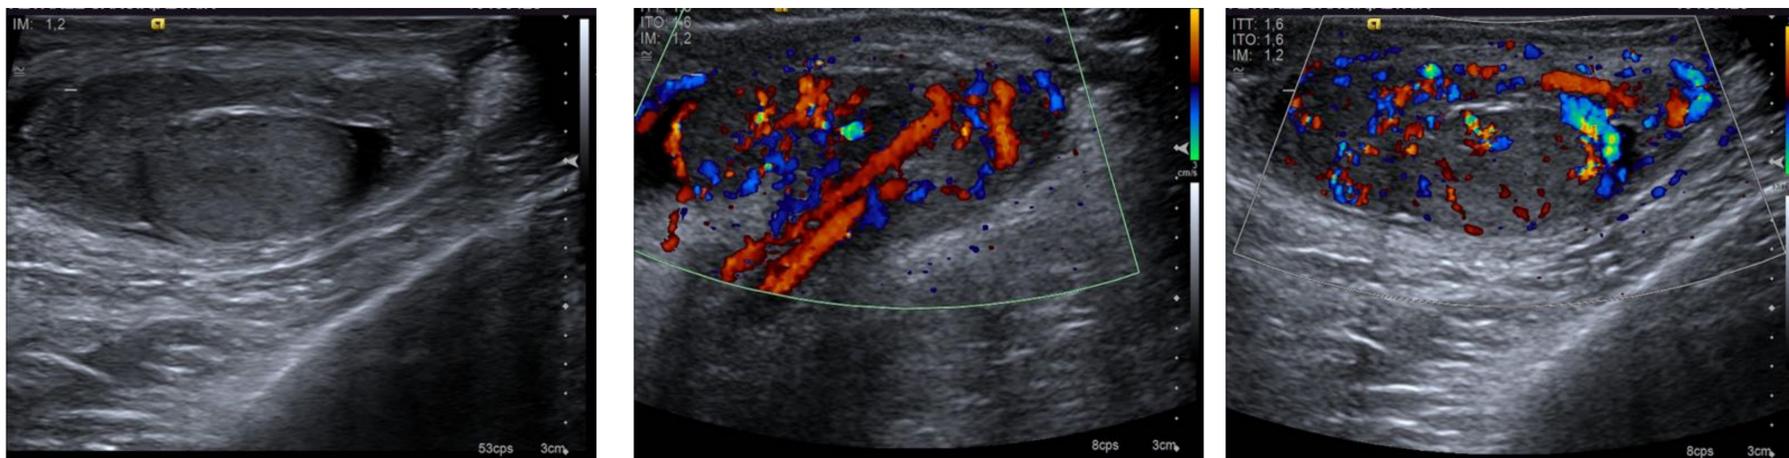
Paciente que acude con dolor escrotal y tumefacción. En la exploración ecográfica se observa el epidídimo engrosado y levemente hipocogénico. En el estudio Doppler-color se observa un aumento de la vascularización del epidídimo así como del teste ipsilateral. Los hallazgos son compatibles con orquiepididimitis.
